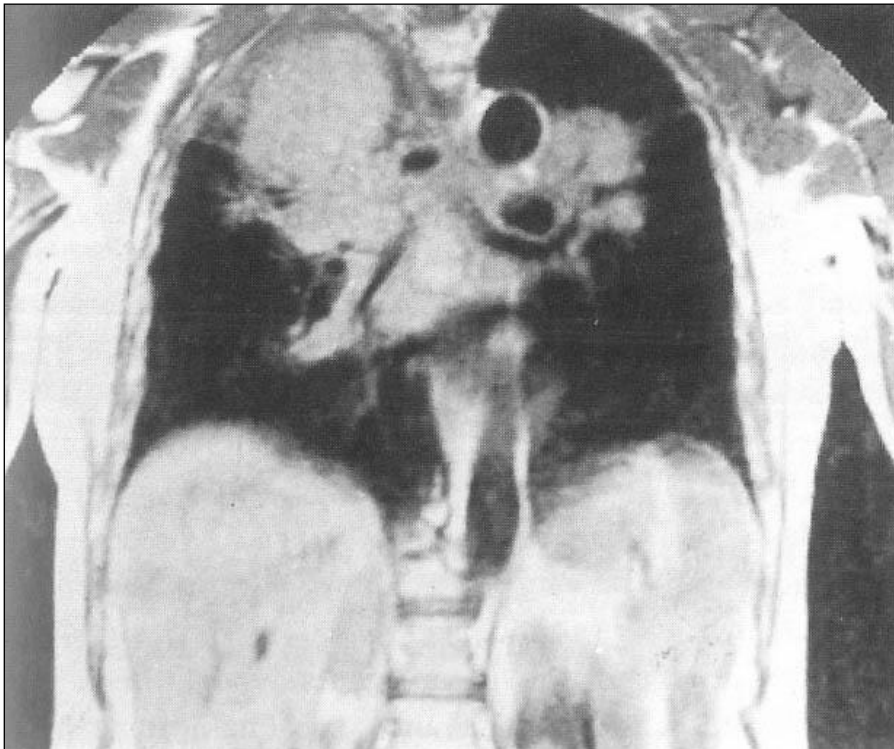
RMN – MASĂ TUMORALĂ LA NIVELUL LSD CU INVAZIA STRUCTURILOR MEDIASTINALE²¹
